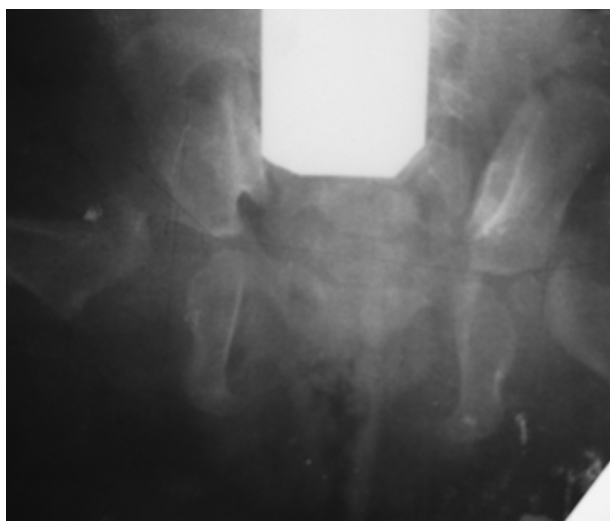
Рентгенограма тазу з відведенням стегон хворої К., 11 міс. ДКС, вивих правого стегна догори і назовні. Визначається недорозвинення даху КЗп справа 36° (зліва 24°); відсутність фізіологічної увігнутості КЗп та зменшення довжини даху, ущільнення структури по зовнішньому краю КЗп, відсутність ядра ГСК
